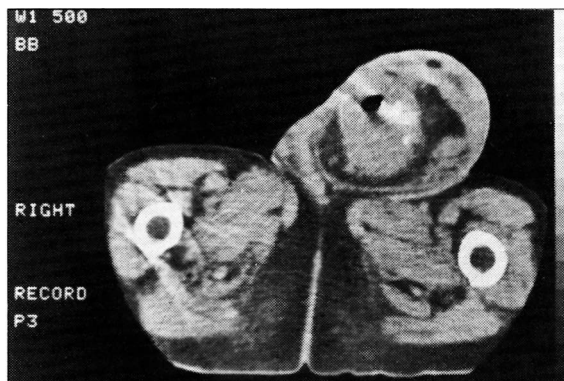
Tomografía computada que muestra tumoración herniaria con depósito de bario por fuera de la luz colónica.
